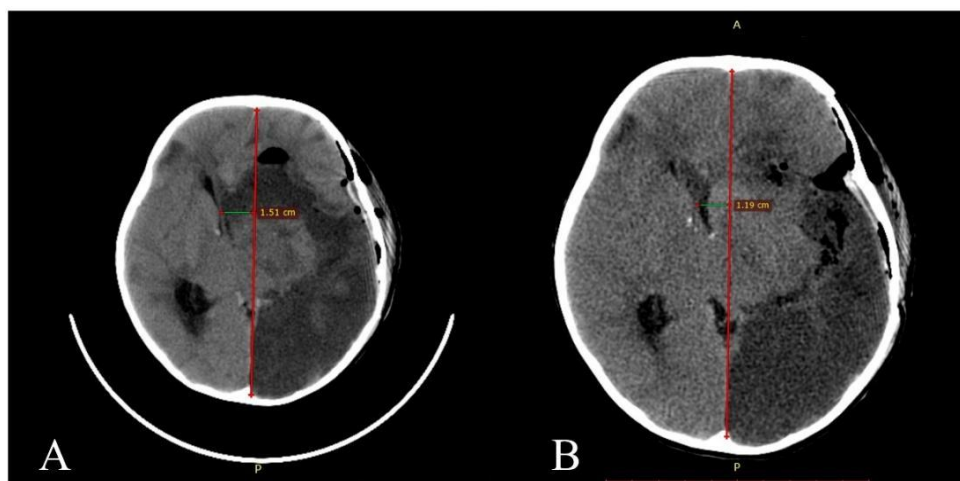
А – КТ головы выявляет отек дисконнектированной гемисферы с дислокацией средней линии 1,5см. В – Контрольная КТ головного мозга, выполненная спустя несколько дней на фоне интенсивной противоотечной терапии, выявляет уменьшение явлений дислокации
